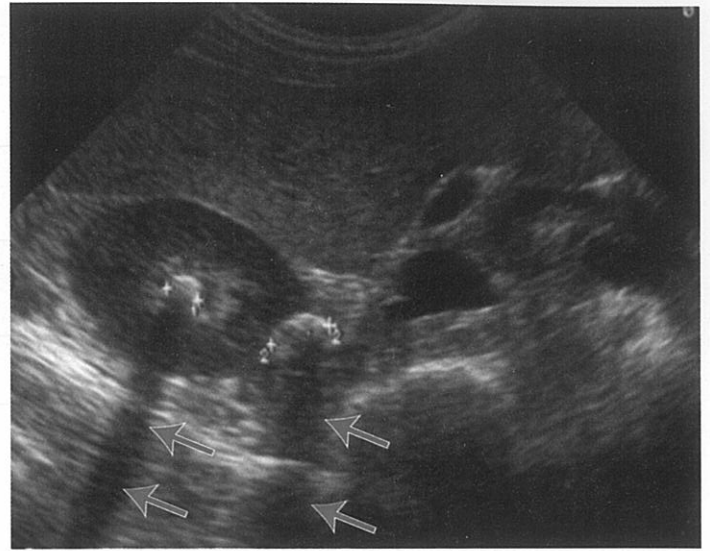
Ecografia pelvisului renal ilustrează imagini de calculi (marcate cu 1+ și 2+) ce lasă con de umbră (săgeți).
